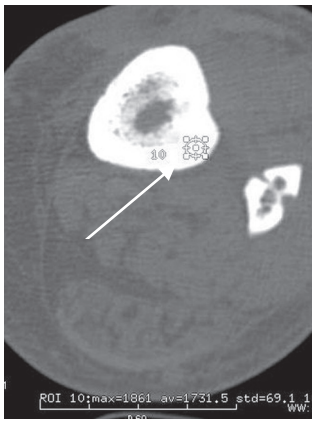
КТ бедер больного А., 59 лет : а – аксиальный срез в зоне перехода в диафиз; б – после обработки на рабочей станции: изменение структуры остеонного слоя в виде зон пониженной плотности различной формы и размеров (непрерывные стрелки); расслоение наружного слоя пластинок (пунктирные стрелки)
